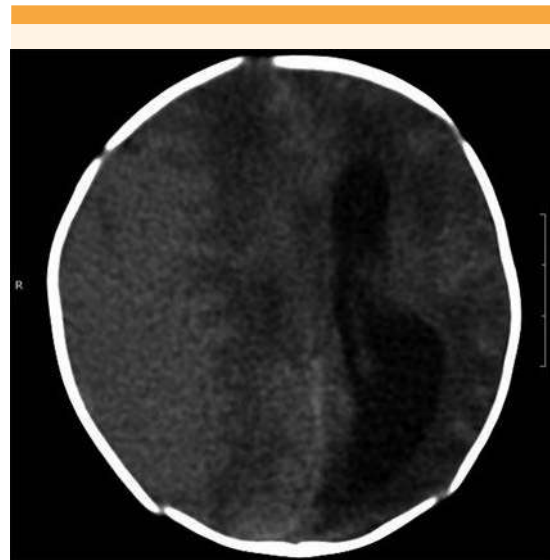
Tomografía axial computada de cráneo del recién nacido: desplazamiento de la cisura interhemisférica. Hematoma subdural derecho. Ventriculomegalia contralateral.
